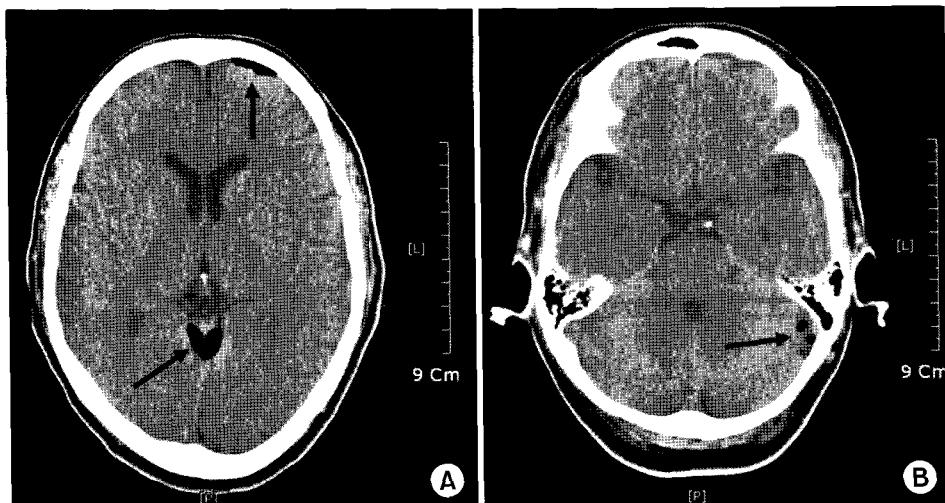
Brain CT (POD #7) shows pneumocephalus at frontal convexity and supracerebellar cistern (A), Lt. cerebellar convexity (B).
